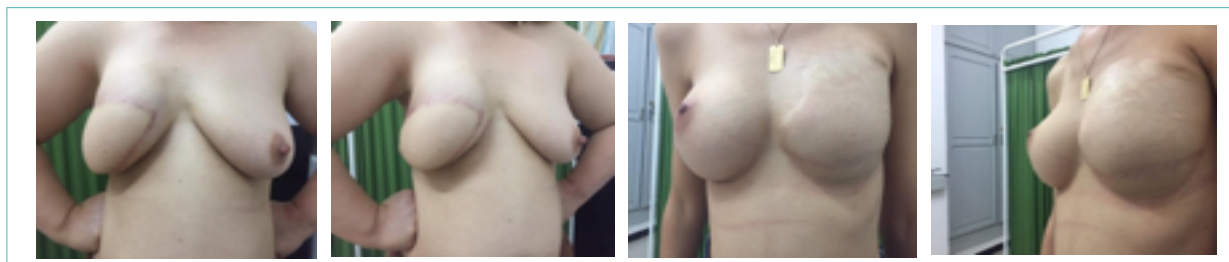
RM par LGD+ Prothèse Selimed 410 cc chez une patiente RM par LGD+ Prothèse Selimed 430 cc chez une patiente 36 ans après 38 mois de sa mastectomie. Lambeau extériorisé 29 ans après 15 mois de sa mastectomie. Lambeau extériorisé par la cicatrice de la mastectomie (2 cicatrices) par le sillon sous mammaire (3 cicatrices : trident). (Photos du service de sénologie chirurgie B CPMC)
